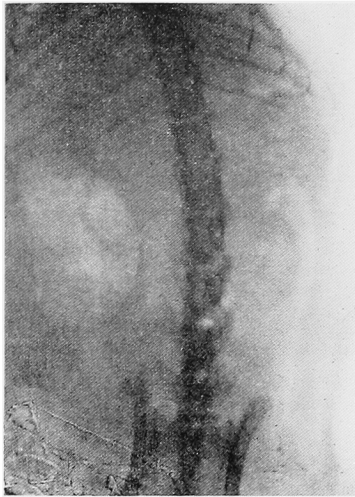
Vitamin D 投与40日後単純X線像
